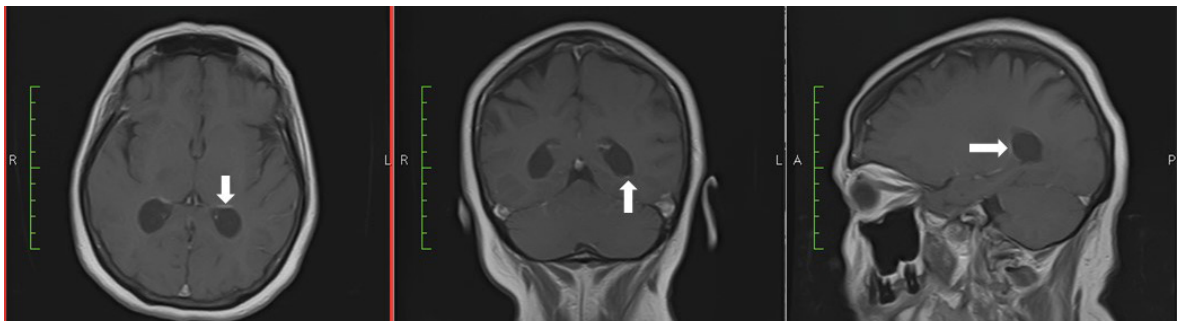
RMN de cráneo con contraste (gadolinio), corte axial, coronal y sagital respectivamente, en secuencia T1; se observa la mínima captación de contraste periquística (flechas).
